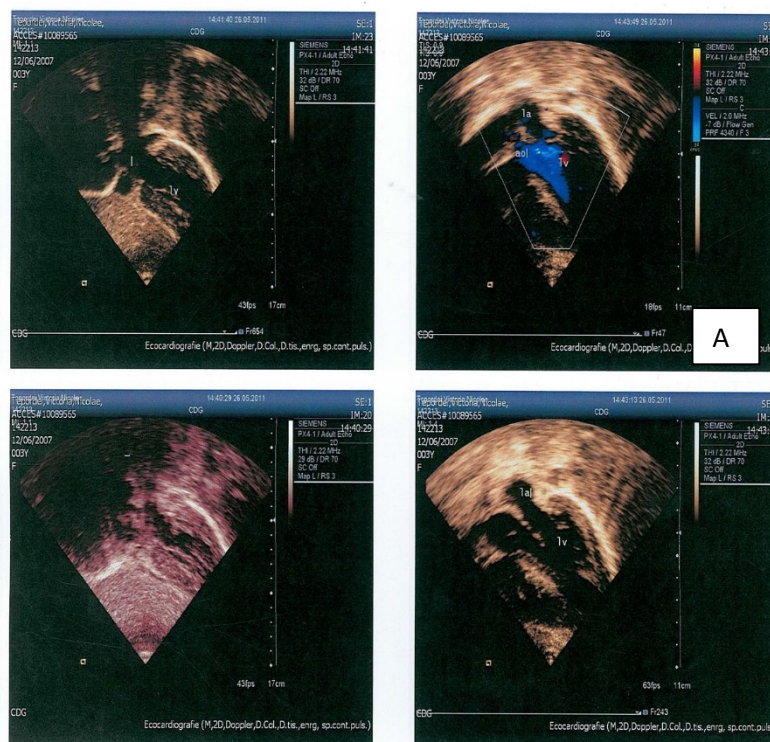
Ecocardiografie transtoracică secțiunea parasternal ax lung cu OTEVS în sistolă
